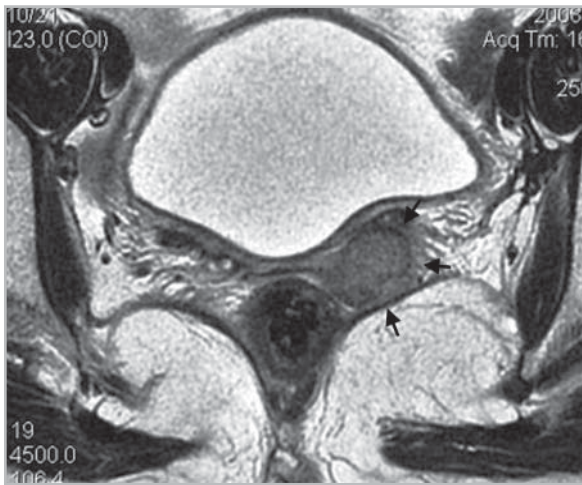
МР-томограмма органов малого таза у больной раком шейки матки после расширенной экстирпации матки (T2-ВИ в плоскости, перпендикулярной культе влагалища). Стрелками указана рецидивная опухоль в культе влагалища слева
